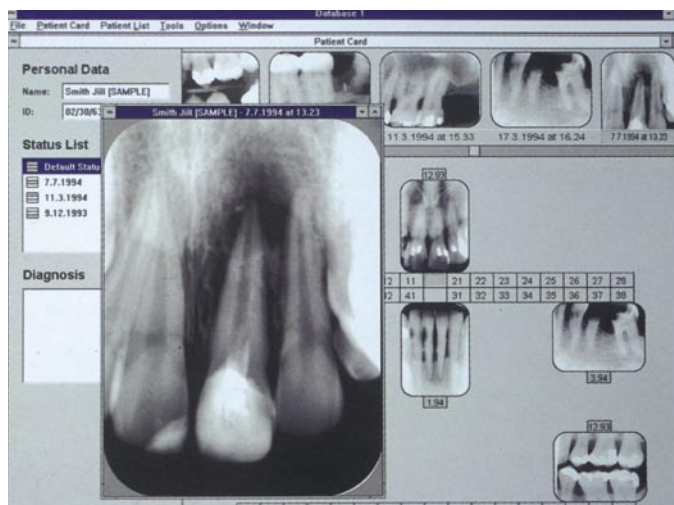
La radiografía intrabucal digital permite efectuar una serie de modificaciones y efectos sobre la imagen obtenida.
